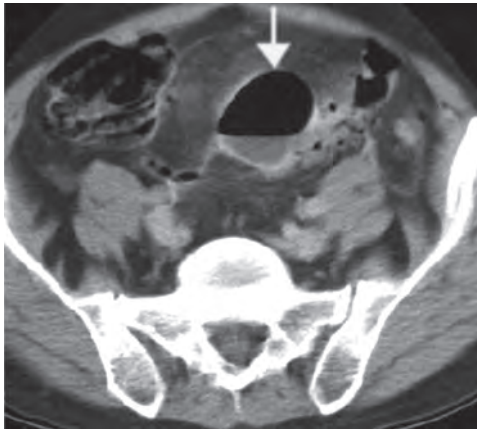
Форма ограниченного перитонита – межкишечный абсцесс на почве перфорации дивертикула сигмовидной кишки (данные магнитно-резонансной томографии)
